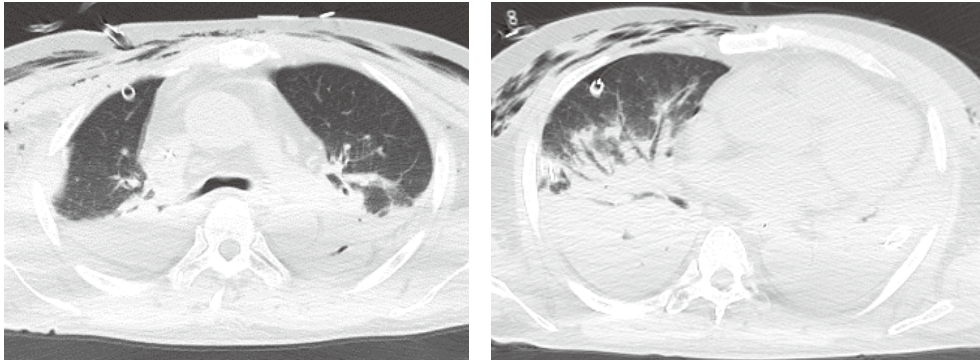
CT on day3 showed bilateral consolidation : acute respiratory distress syndrome
